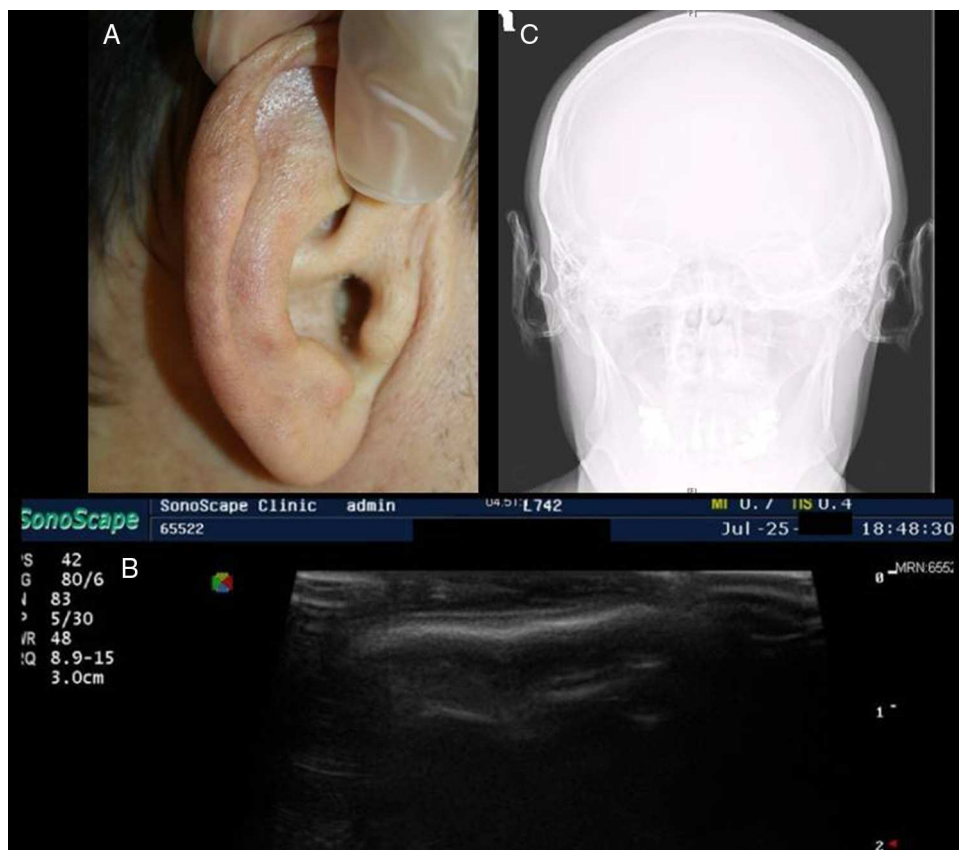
A. Orejas de aspecto aparentemente normal, de consistencia rígida a la palpación. B. Ecografía cutánea con una imagen hiperecogénica en banda sobre el cartílago auricular normalmente hipocogénico. C. Radiografía de cráneo con aumento de densidad tipo hueso de los pabellones auriculares.
